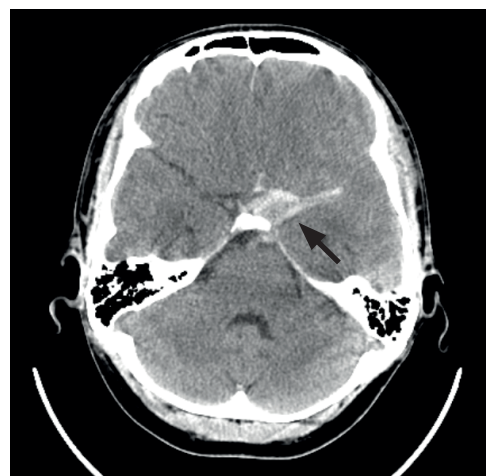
МСКТ-снимок головного мозга пациента Р., определяется кровь в базальных цистернах (указана стрелкой)
